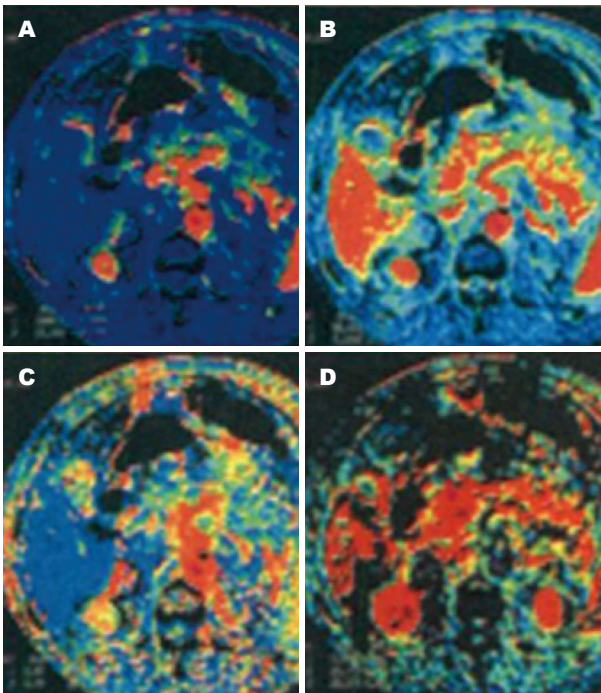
重症急性胰腺炎组患者CT灌注图像. A: BF; B: BV; C: MTT; D: PS. BF: 血流速度; BV: 血容量; MTT: 平均通过时间; PS: 表面通透性.
